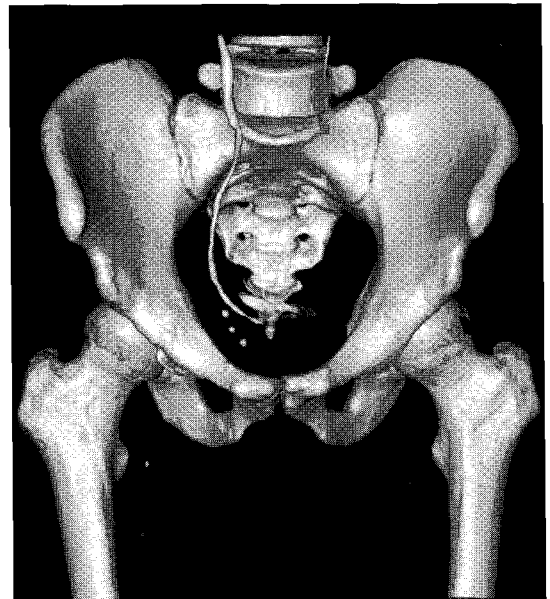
Anterior view of a three-dimensional CT(3D CT) (surface shaded model of a human pelvic)
